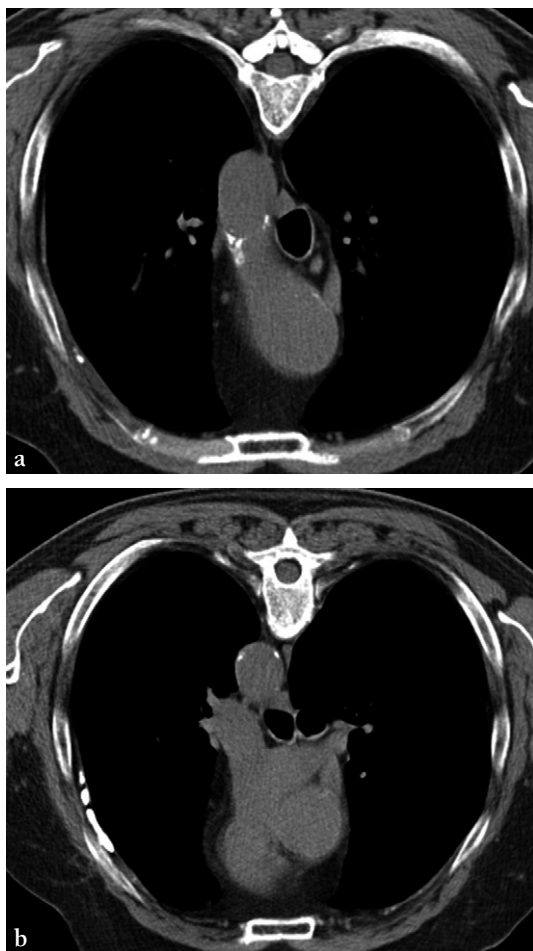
Plaques pleurales en TDM chez un patient ayant eu une exposition à l'amiante.
